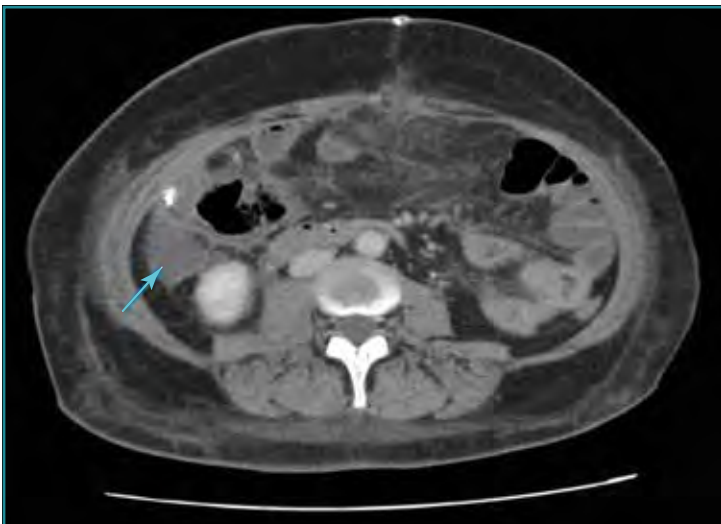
Corte axial de TC abdominal en paciente intervenido tras una dehiscencia anastomótica y peritonitis purulenta. Se objetiva colección residual parietocólica derecha (flecha azul). Este estudio no se ha realizado con contraste. La identificación de colecciones en estas circunstancias es más difícil puesto que no realzan y la pared de la colección y su contenido líquido se puede confundir con la pared de un asa intestinal.
